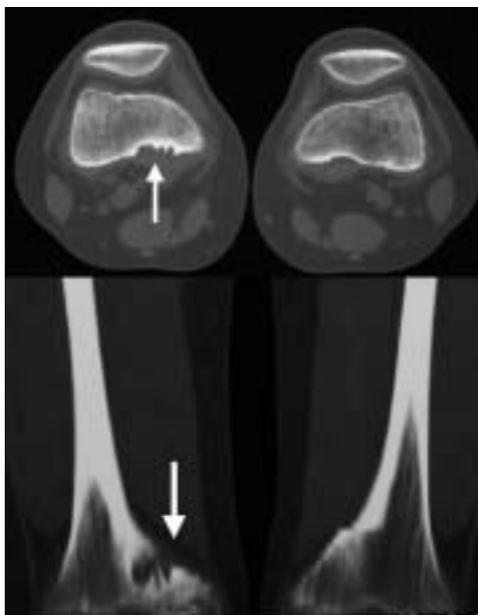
Desmóide periosteal. Paciente feminina de 16 anos. Tomografia computadorizada demonstrando irregularidade cortical com bordos escleróticos na face póstero-medial do côndilo femoral medial direito. A localização é típica.
